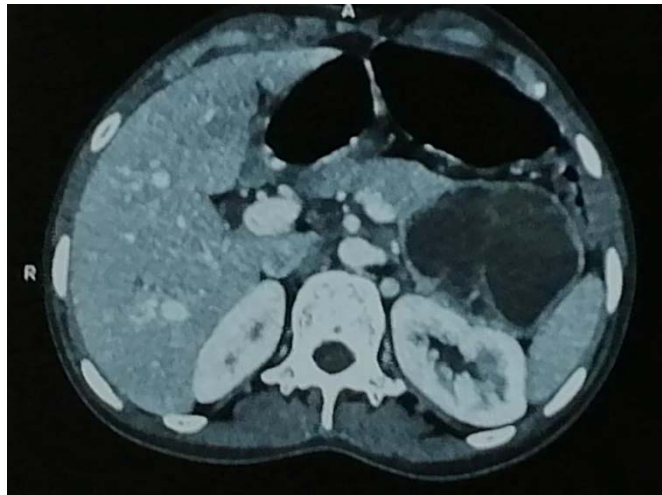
TDM abdominale objectivant une masse surrénalienne gauche.
